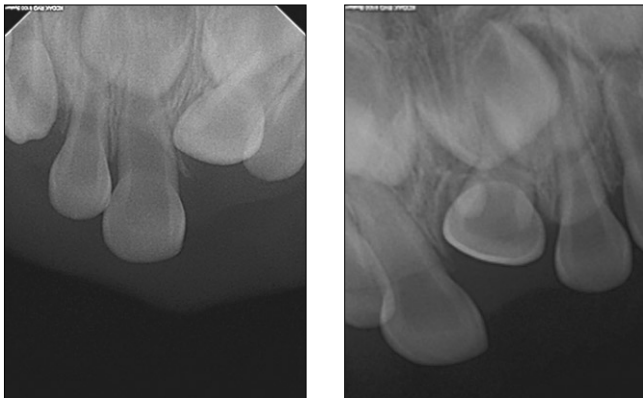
Periapical view of initial & 11 months after first visit.
